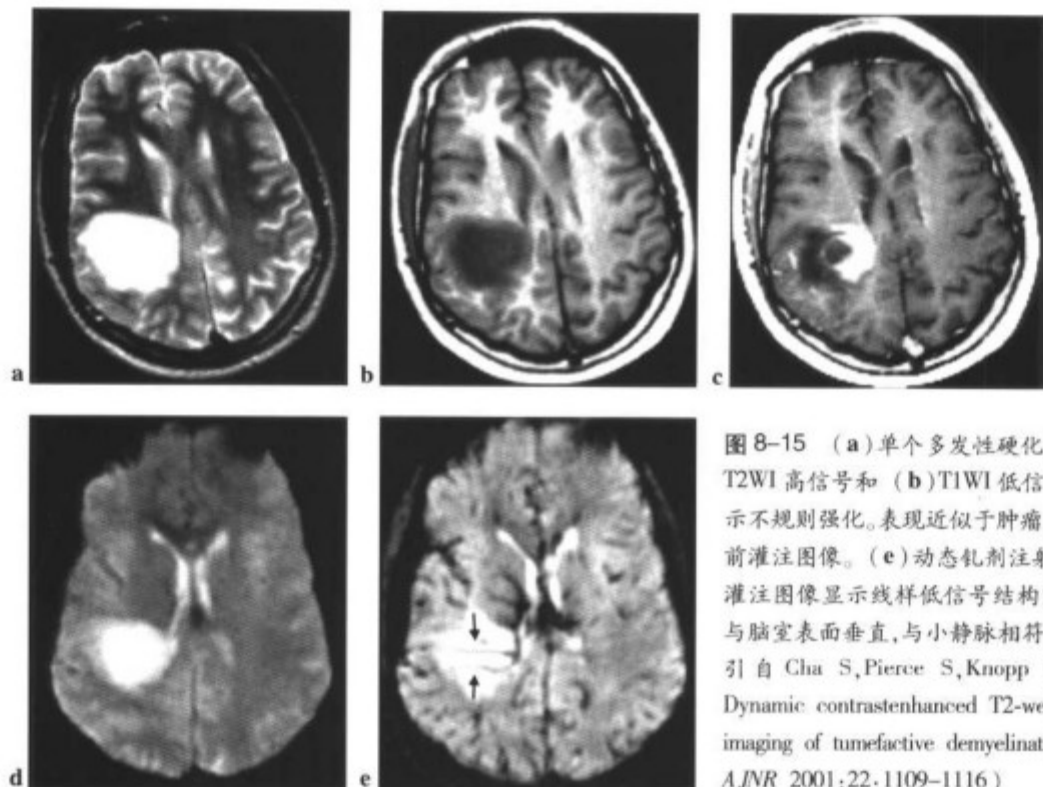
(a)单个多发性硬化性斑块,伴 T2WI 高信号和 (b)T1WI 低信号,(c)显示不规则强化,表现近似于肿瘤。(d)增强前灌注图像。(e)动态钆剂注射过程中的灌注图像显示线样低信号结构穿过病灶,与脑室表面垂直,与小静脉相符。(经允许引自 Cha S, Pierce S, Knopp EA, et al. Dynamic contrast-enhanced T2-weighted MR imaging of tumefactive demyelinating lesions. *AJNR* 2001;22:1109-1116)
